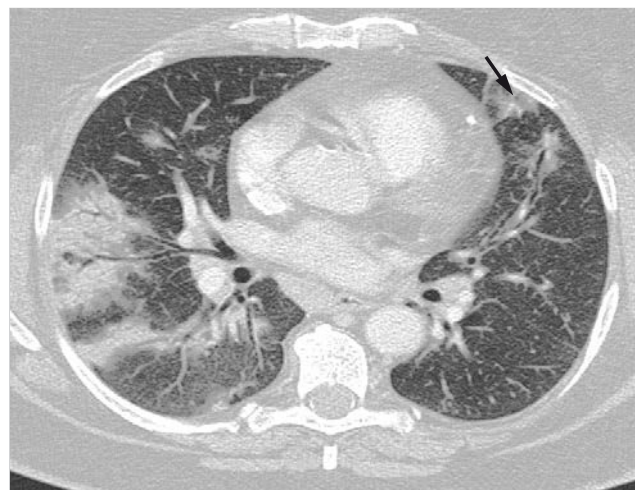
Kryptogene organisierende Pneumonie. CT-Bild. Bilaterale periphere Konsolidierungen und in geringerem Umfang auch Milchglastrübungen (Pfeil).
